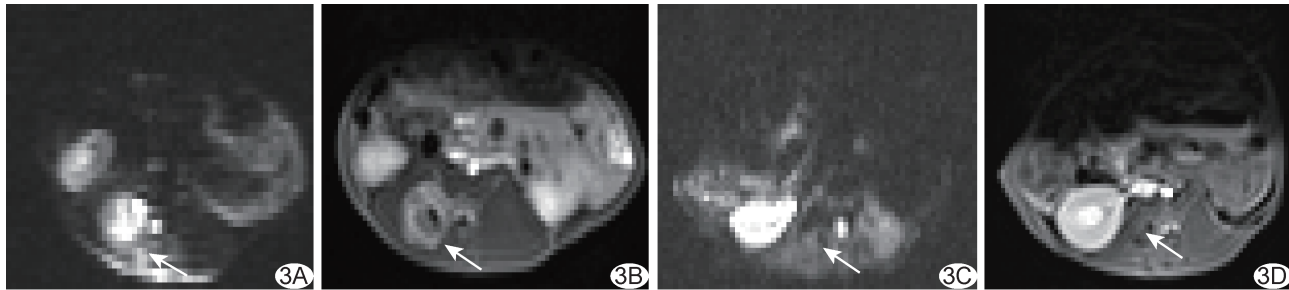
CA 治疗兔椎旁右侧 VX2 肿瘤 A、B. 治疗前轴位 MR DWI 示病灶呈高信号(A), 增强后病灶轻-中度强化, 中心坏死部分未见强化(B); C、D. 治疗后轴位 MR DWI 示消融区呈等信号(C), 增强后未见强化 (箭示病灶)
